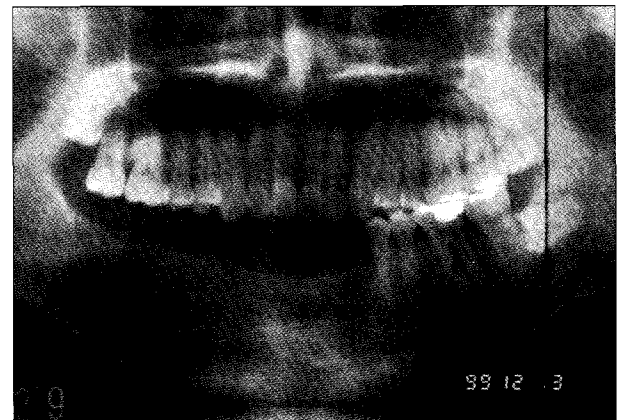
술후 방사선 소견상 치조정부와 하악골 하연의 연속성이 완전히 유지되고 있으며 우측 하악골체부도 양호한 골치유 소견을 보이고 있다.
